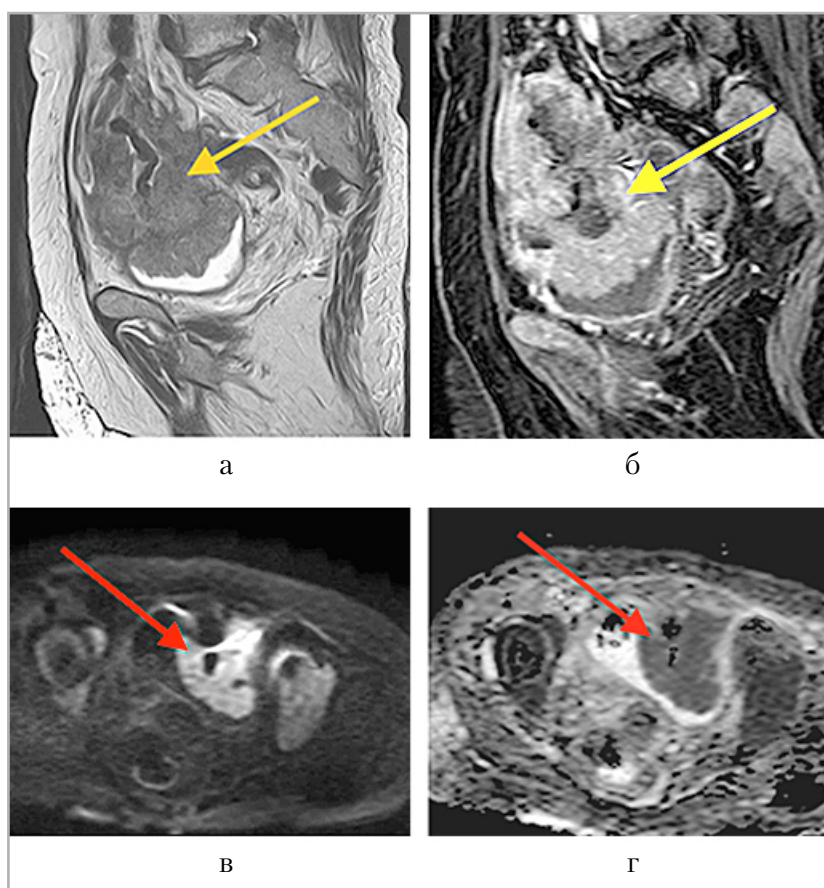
Магнитно-резонансные томограммы органов малого таза: *а* — режим T2 взвешенного изображения, сагиттальный срез; *б* — режим T1 взвешенного изображения с динамическим КУ в венозную фазу, сагиттальный срез; *в, г* — режим диффузионно-взвешенных изображений с картой измеряемого коэффициента диффузии. Признаки наличия объемного процесса на уровне дистального отдела кишки с прорастанием в стенку и полость мочевого пузыря (*желтая стрелка*), с истинным ограничением диффузии (*красная стрелка*)
